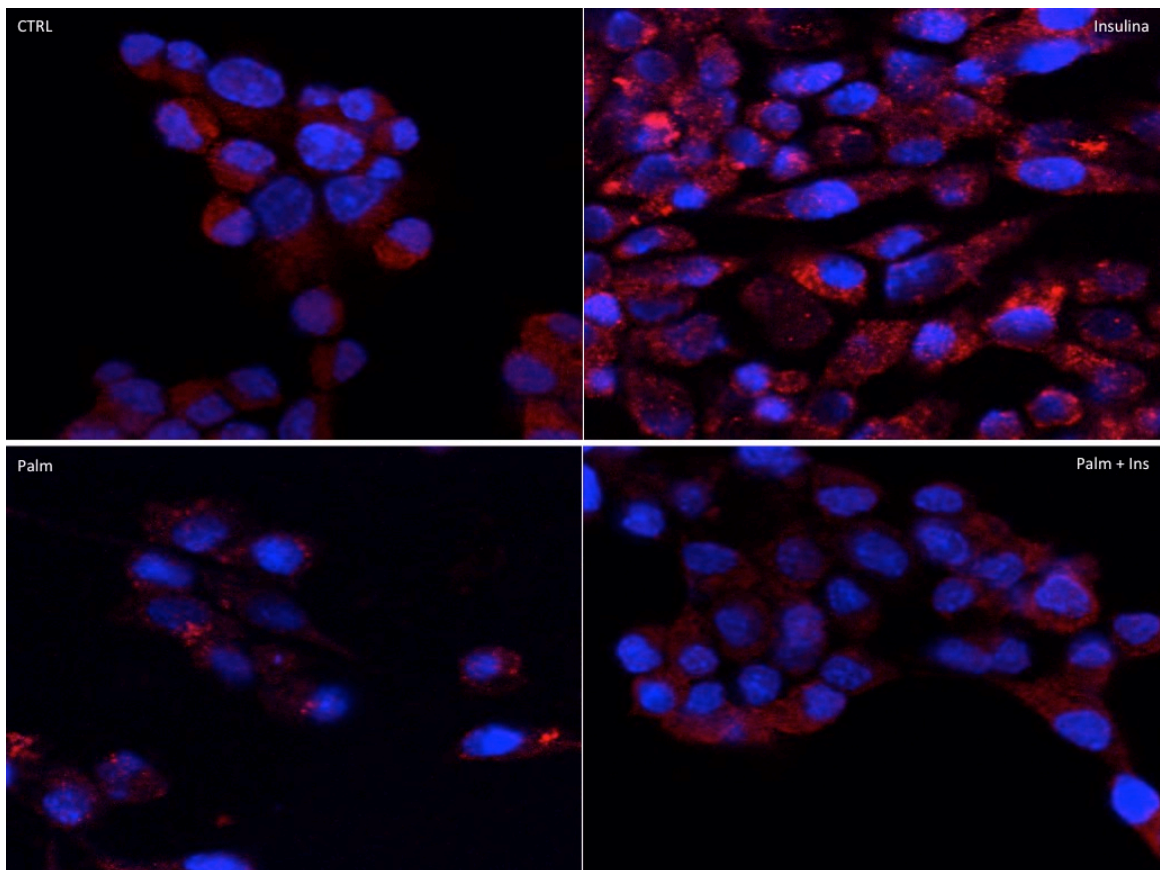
Immagini ad alta risoluzione della traslocazione del recettore $GABA_A$ (rosso) immunoreattivo, in cellule α -TC1-6. In blu i nuclei, visualizzati con Hoechst 33258.
